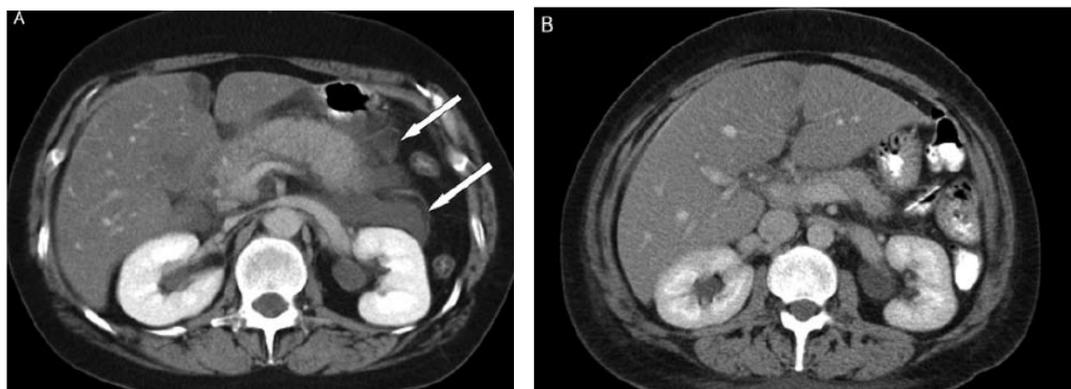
Coleção aguda de líquido peripancreático. Avaliação por TC de uma pancreatite aguda intersticial numa mulher de 38 anos. As setas brancas na Figura 1A indicam os limites da coleção no
